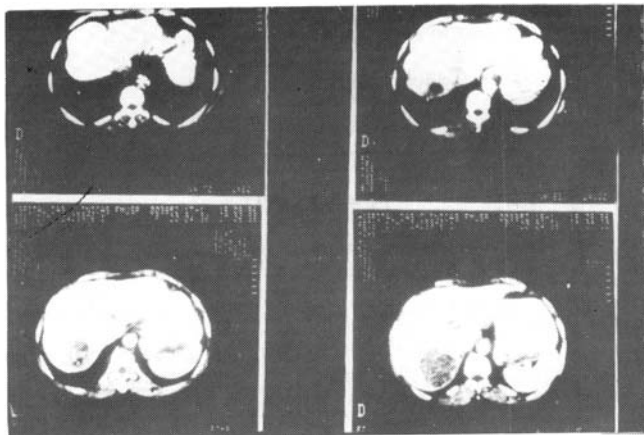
Tomografia computadorizada que mostra grande massa tumoral em lobo direito do fígado.
